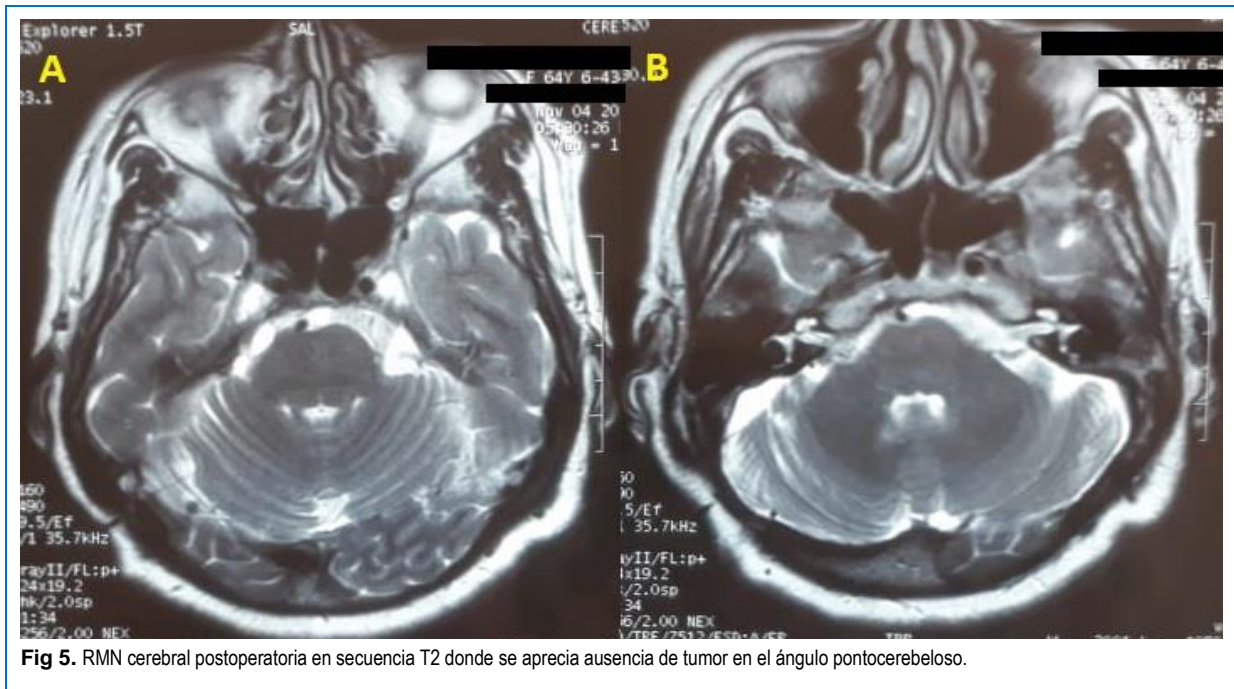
RMN cerebral postoperatoria en secuencia T2 donde se aprecia ausencia de tumor en el ángulo pontocerebeloso.
